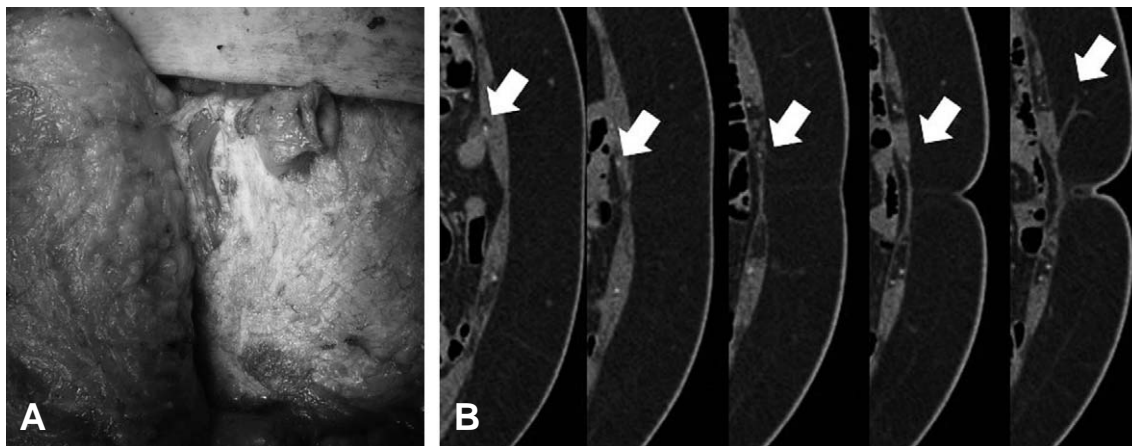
Septocutaneous perforator. (A) Intraoperative findings. (B) Preoperative CT angiography findings.
